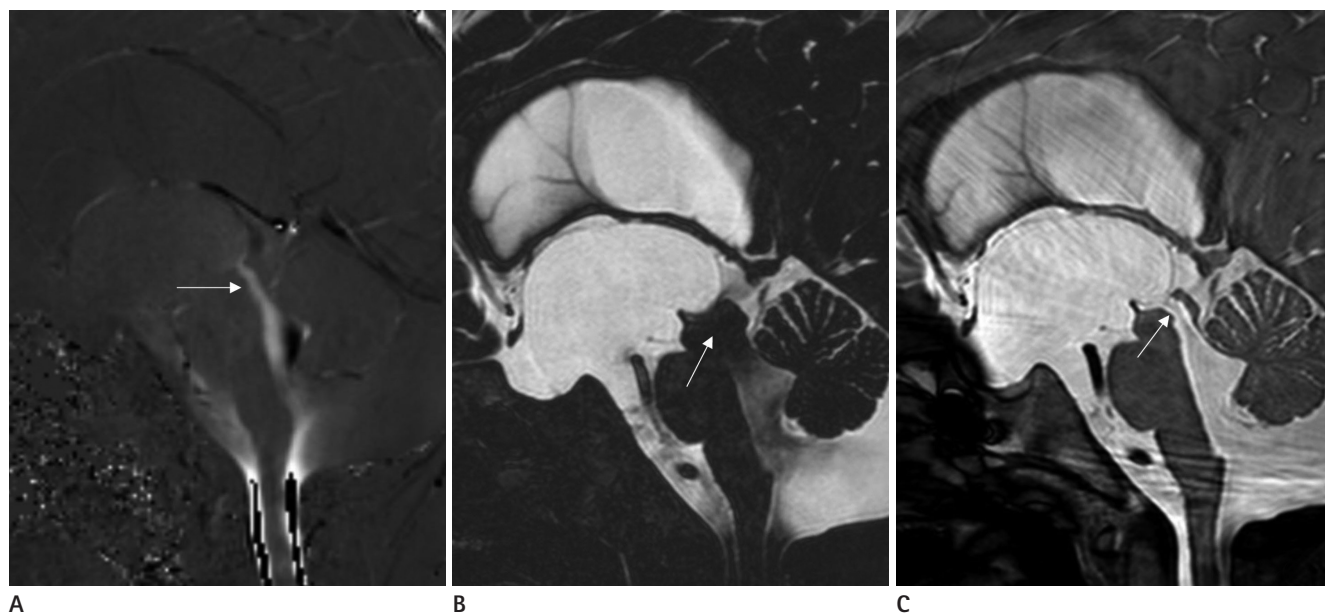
A 3-year-old boy with Dandy-Walker variant. Phase-contrast cine image (A) shows active cerebrospinal fluid (CSF) pulsation through the aqueduct (arrow). Volumetric isotropic T2-weighted acquisition image (B) shows severe flow-related artifact through the aqueduct due to large amount of CSF flow, which obscures the normal contour of the aqueduct (arrow). Balanced turbo field echo image (C) shows slightly widened aqueduct and minimal flow-related artifact within the aqueduct (arrow).
